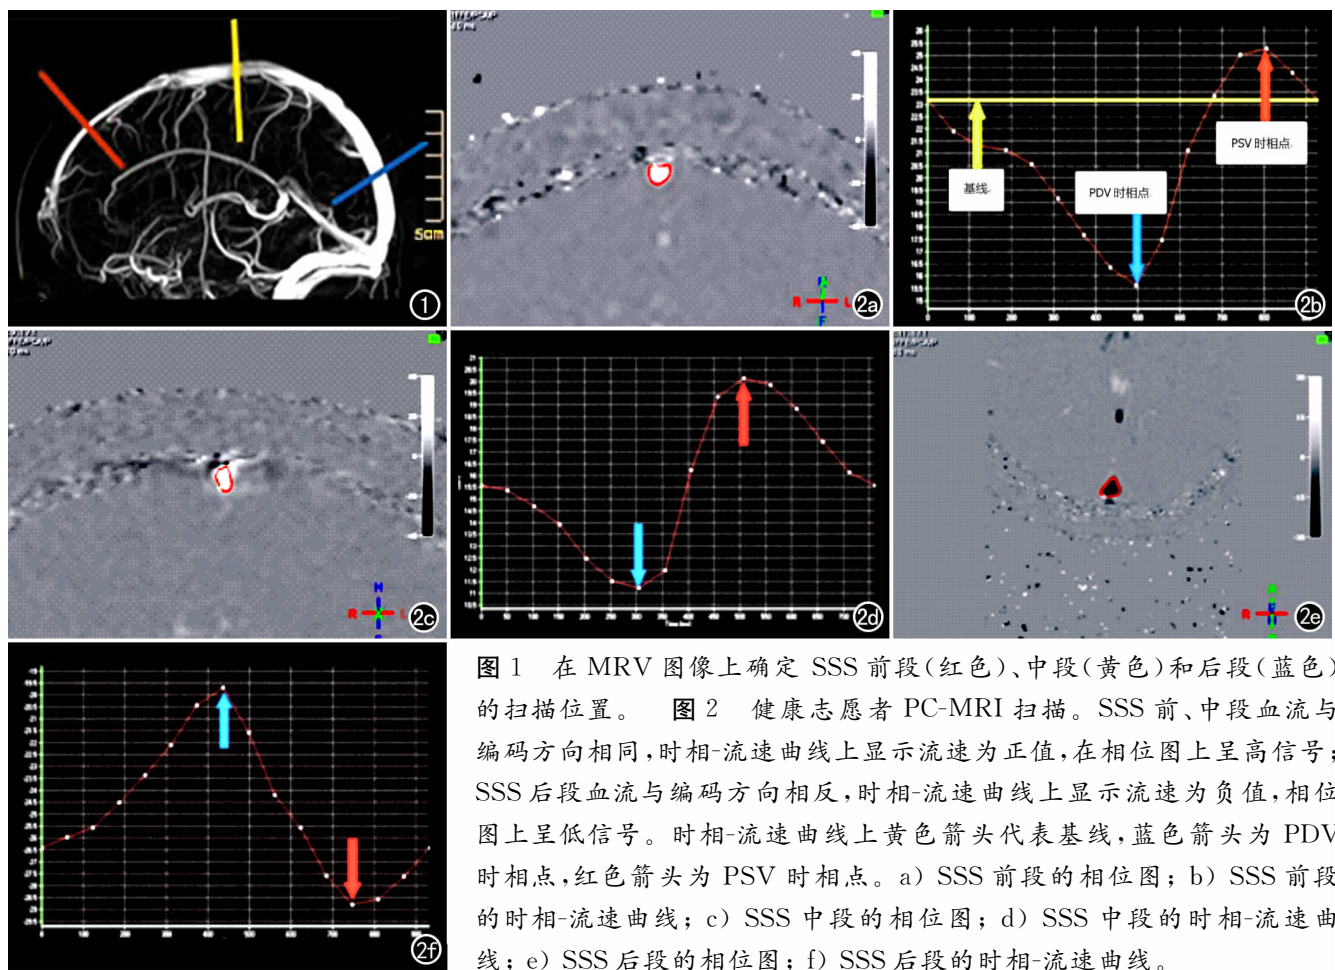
在 MRV 图像上确定 SSS 前段(红色)、中段(黄色)和后段(蓝色)的扫描位置。图 2 健康志愿者 PC-MRI 扫描。SSS 前、中段血流与编码方向相同,时相-流速曲线上显示流速为正值,在相位图上呈高信号;SSS 后段血流与编码方向相反,时相-流速曲线上显示流速为负值,相位图上呈低信号。时相-流速曲线上黄色箭头代表基线,蓝色箭头为 PDV 时相点,红色箭头为 PSV 时相点。a) SSS 前段的相位图; b) SSS 前段的时相-流速曲线; c) SSS 中段的相位图; d) SSS 中段的时相-流速曲线; e) SSS 后段的相位图; f) SSS 后段的时相-流速曲线。
